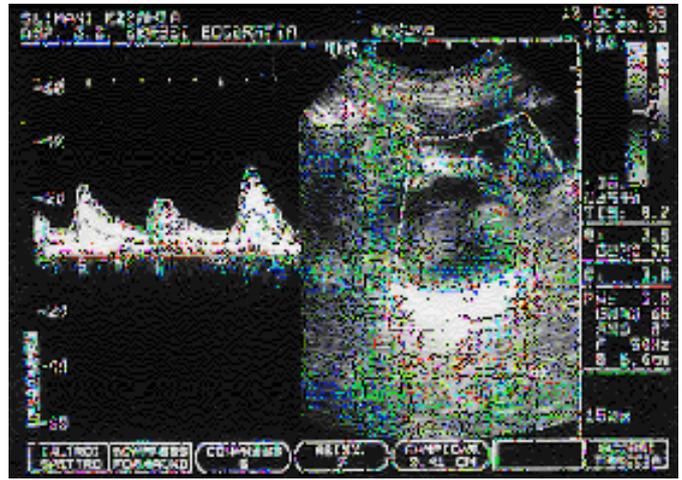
L'Eco Color Doppler Conferma la presenza delle cisti e mette in evidenza il flusso ematico arterioso al suo interno.
